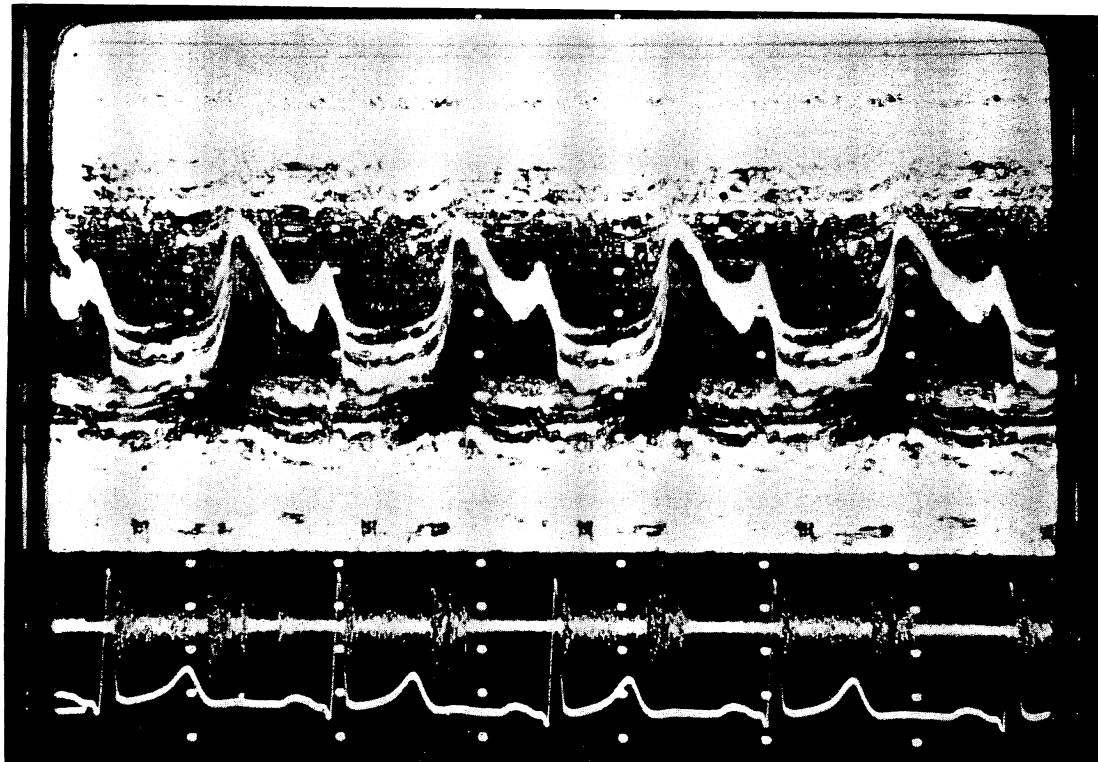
Simultaneous recordings of echocardiogram and phonocardiogram.
